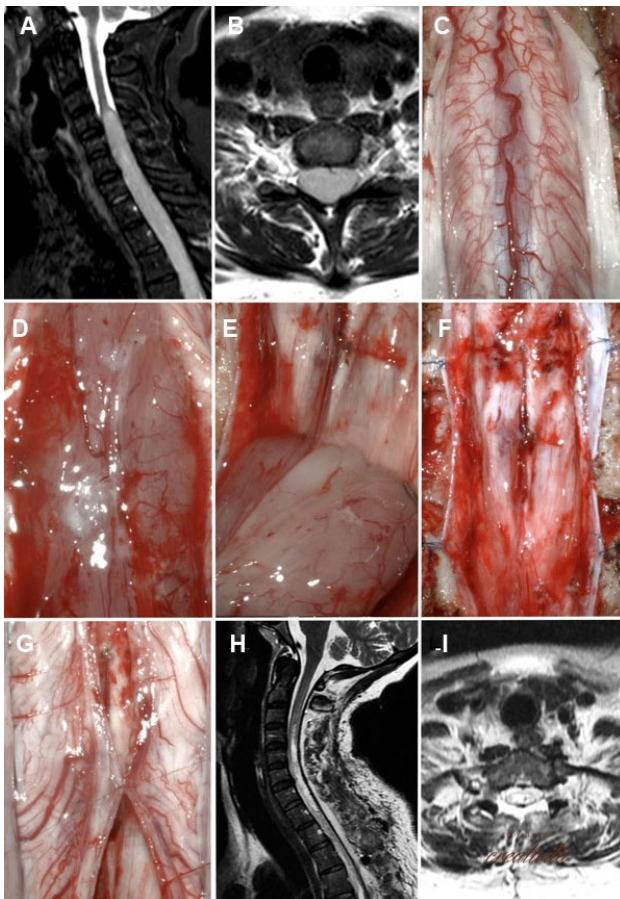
Tumor intradural-intradural, C5-C6, ependimoma. A-C) RM prequirúrgica. D-F) Hallazgos intraoperatorios. G-I) RM postquirúrgica.
